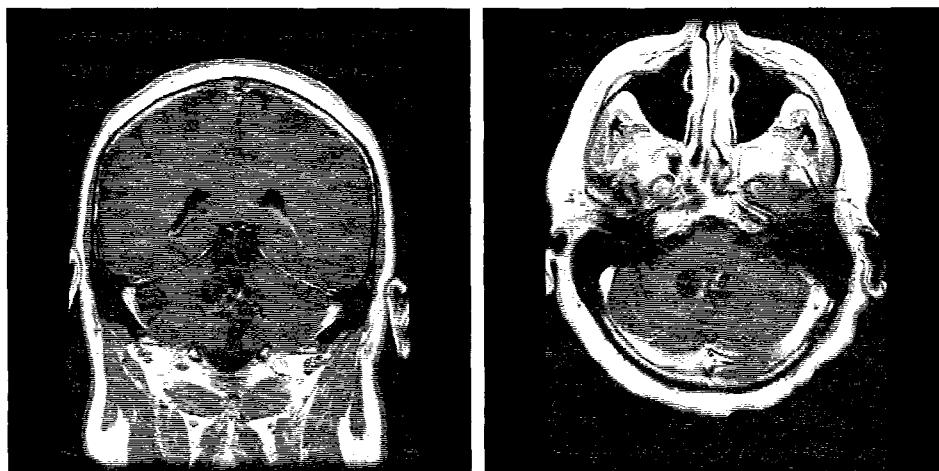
3A. 1a, 3. 3A. 1b. Aspect IRM de ependimom de ventricul IV
